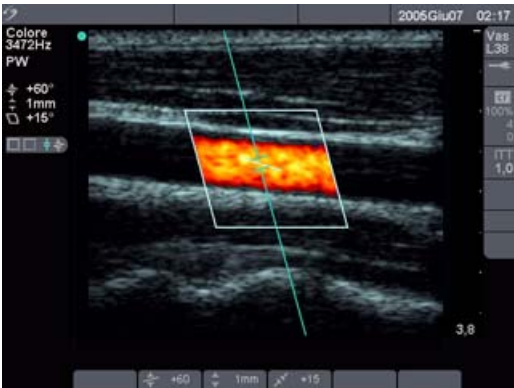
Doppler con immagine della linea-D e casella Adl
